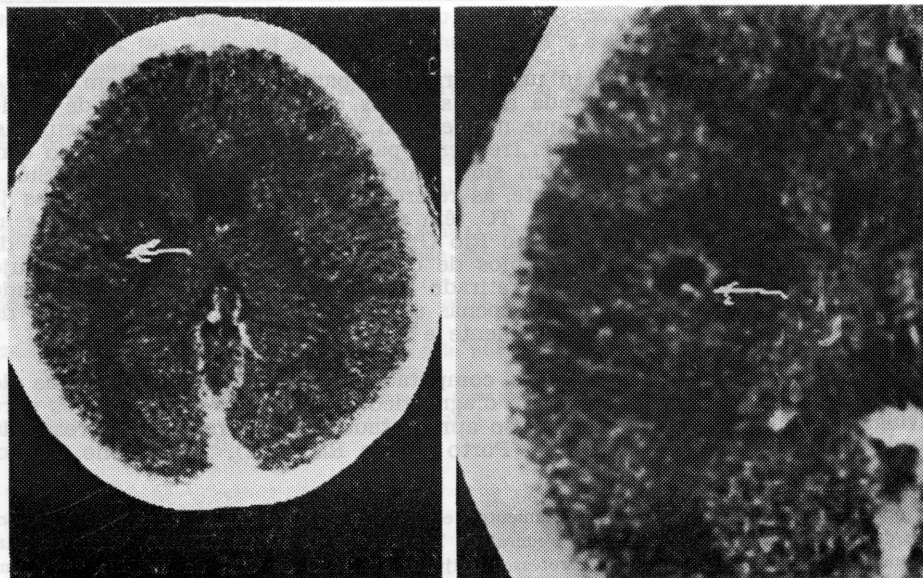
Caso AMF. TC cinco meses após o tratamento.
